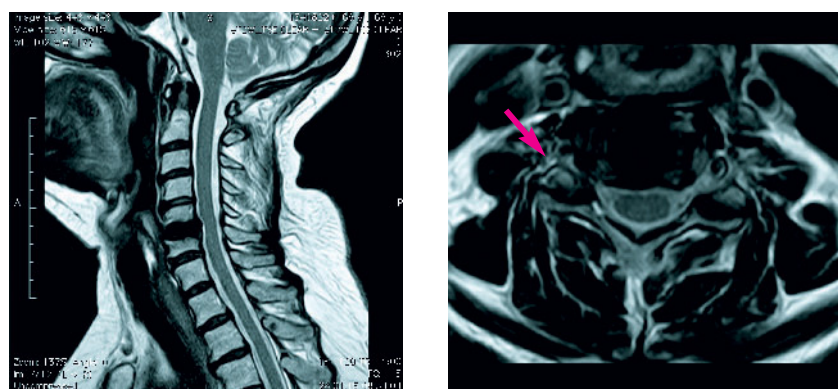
MRI-Untersuchung der HWS mit Darstellung der Bryan-Vollprothese und Okklusion des Neuroforamens C5/6
